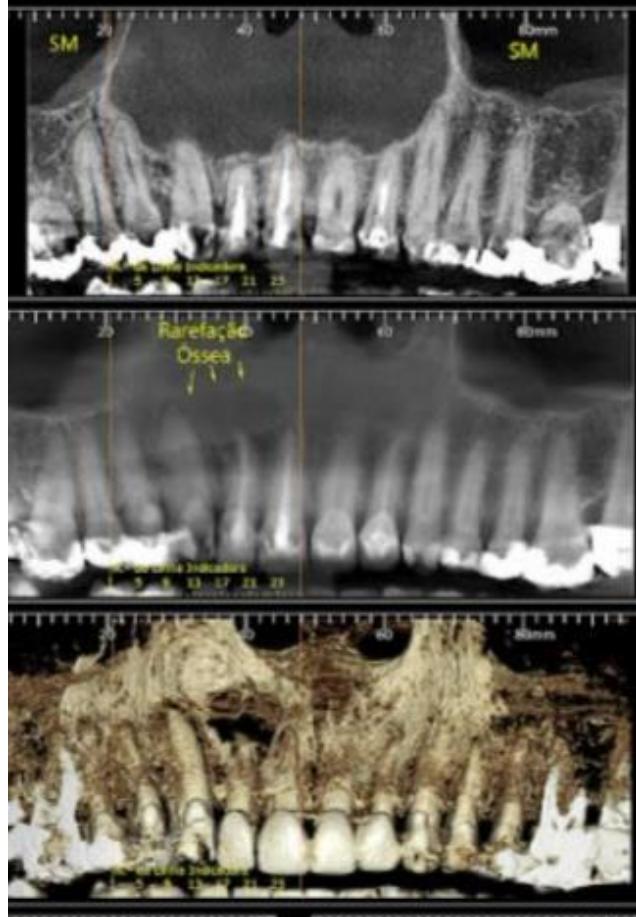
Radiotransparência óssea periapical extensa sugestiva de cisto periapical.
